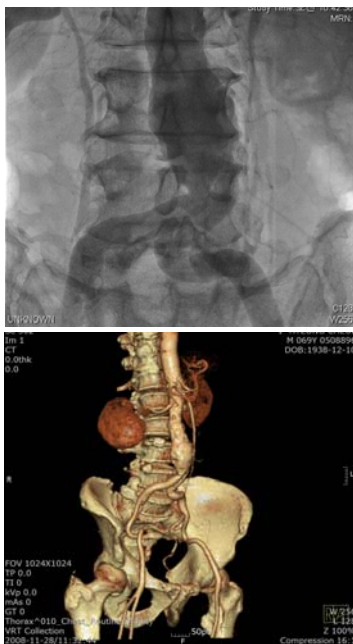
3.3x3.4 Cm sized infrarenal abdominal aortic aneurysms detected with angiography and CT scan.
